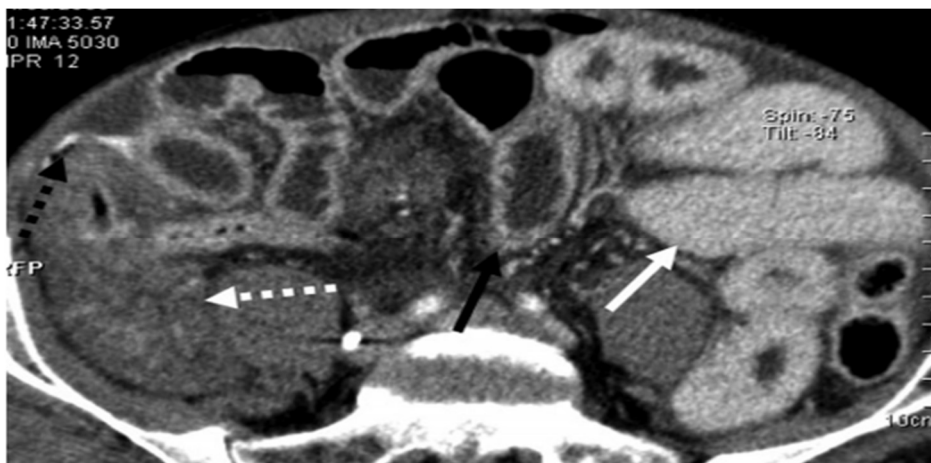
TDM coupe axiale. Rehaussement pariétal intestinal normal (flèche noire), augmenté (flèche blanche) et diminué (flèche pointillée blanche). Pneumo-hémopéritoine avec extravasation (flèche pointillée noire) en rapport avec une perforation sur ischémie
